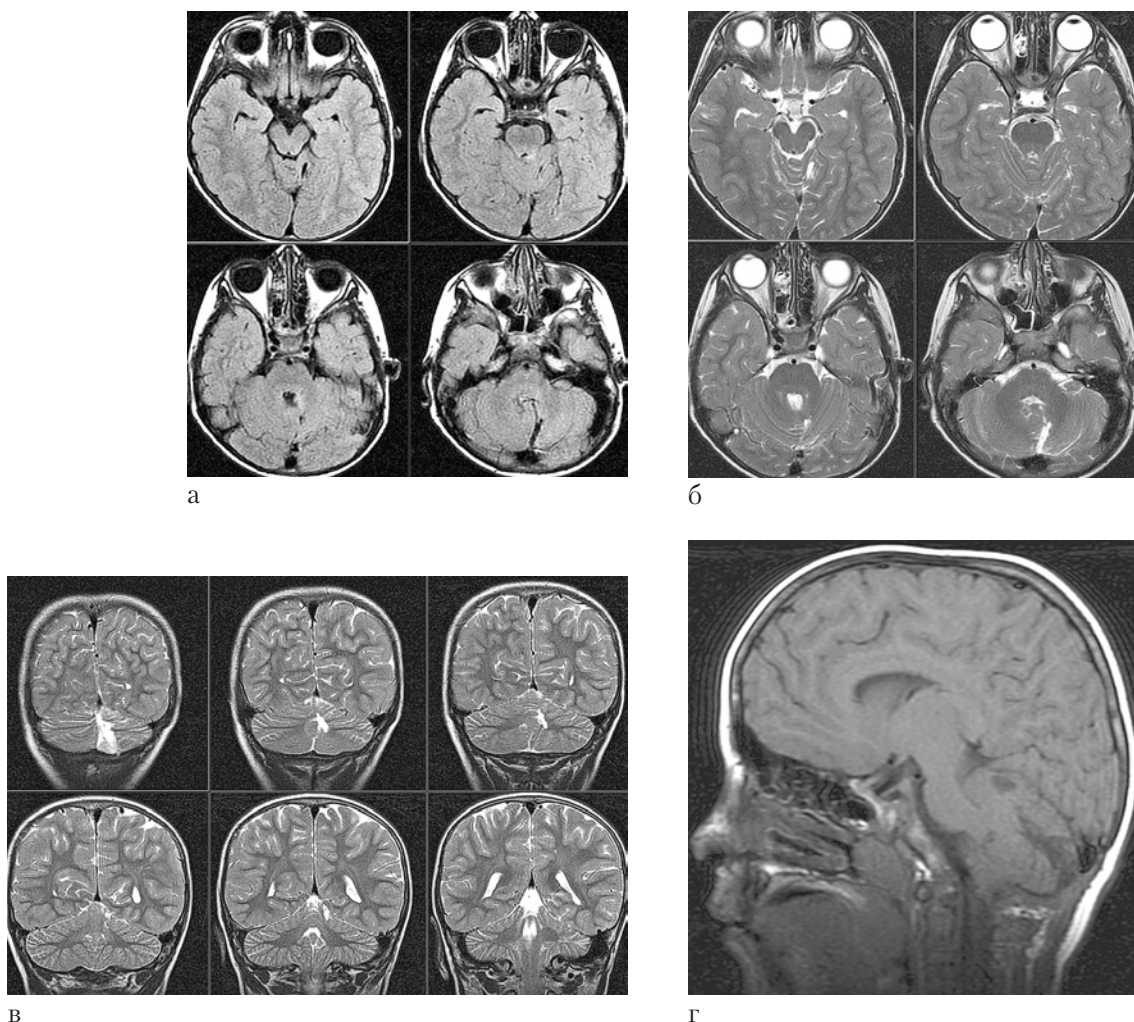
Магнитно-резонансные томограммы ребенка У.А. через 3 мес после удаления эхинококковой кисты левой четырехугольной долики мозжечка. Аксиальная проекция в режиме Т1 (а) и Т2 (б); фронтальная проекция (в) и сагиттальная проекция (г). Видны редукция ложа кисты и операционный раневой ход. Признаков рецидива нет.
